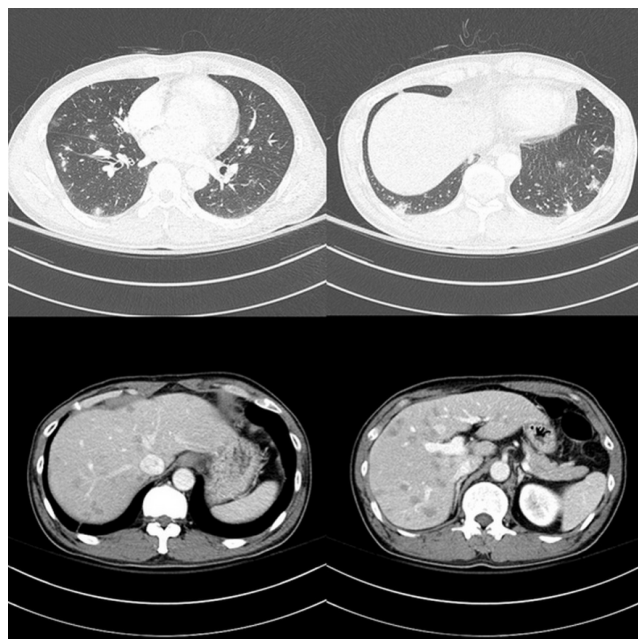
Computed tomography scan showing multiple ill-defined nodules in both lungs and multiple ill-defined, irregular, low-density lesions in both hepatic lobes.
